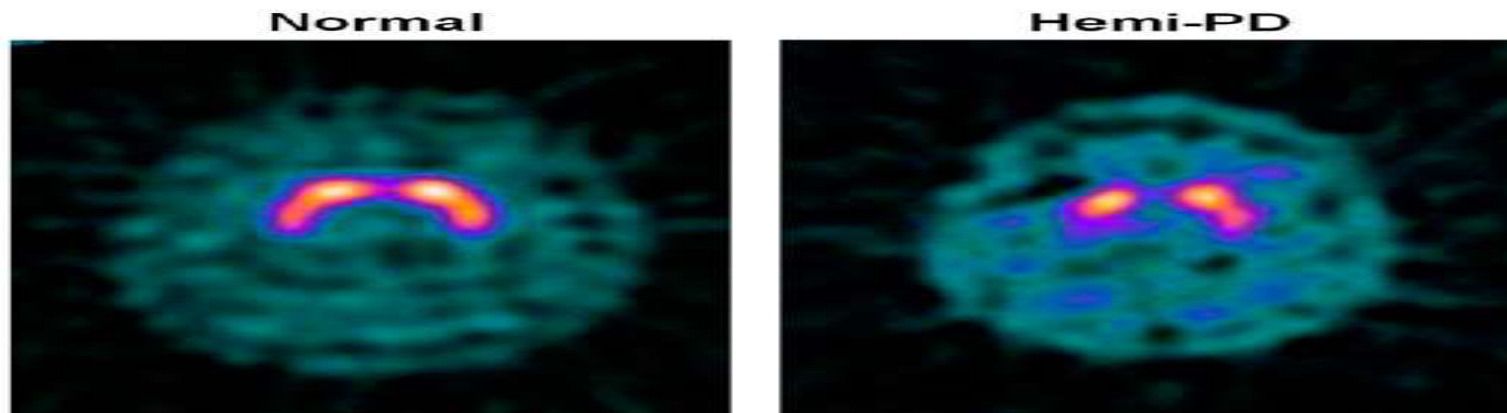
^{123}I -FP-CIT SPECT images of healthy volunteer and patient with early hemi-PD. PD patient shows asymmetric bilateral loss of putamen DAT binding. (Courtesy of Donald Grossett.)
